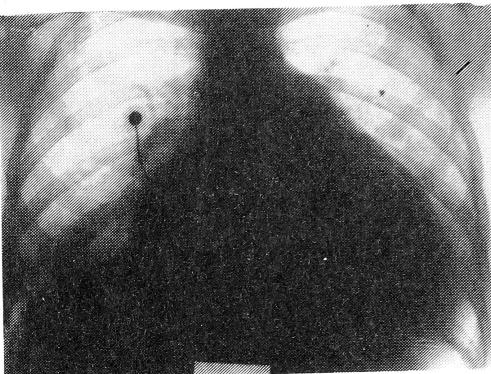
Рентгенограмма. Описание в тексте.
